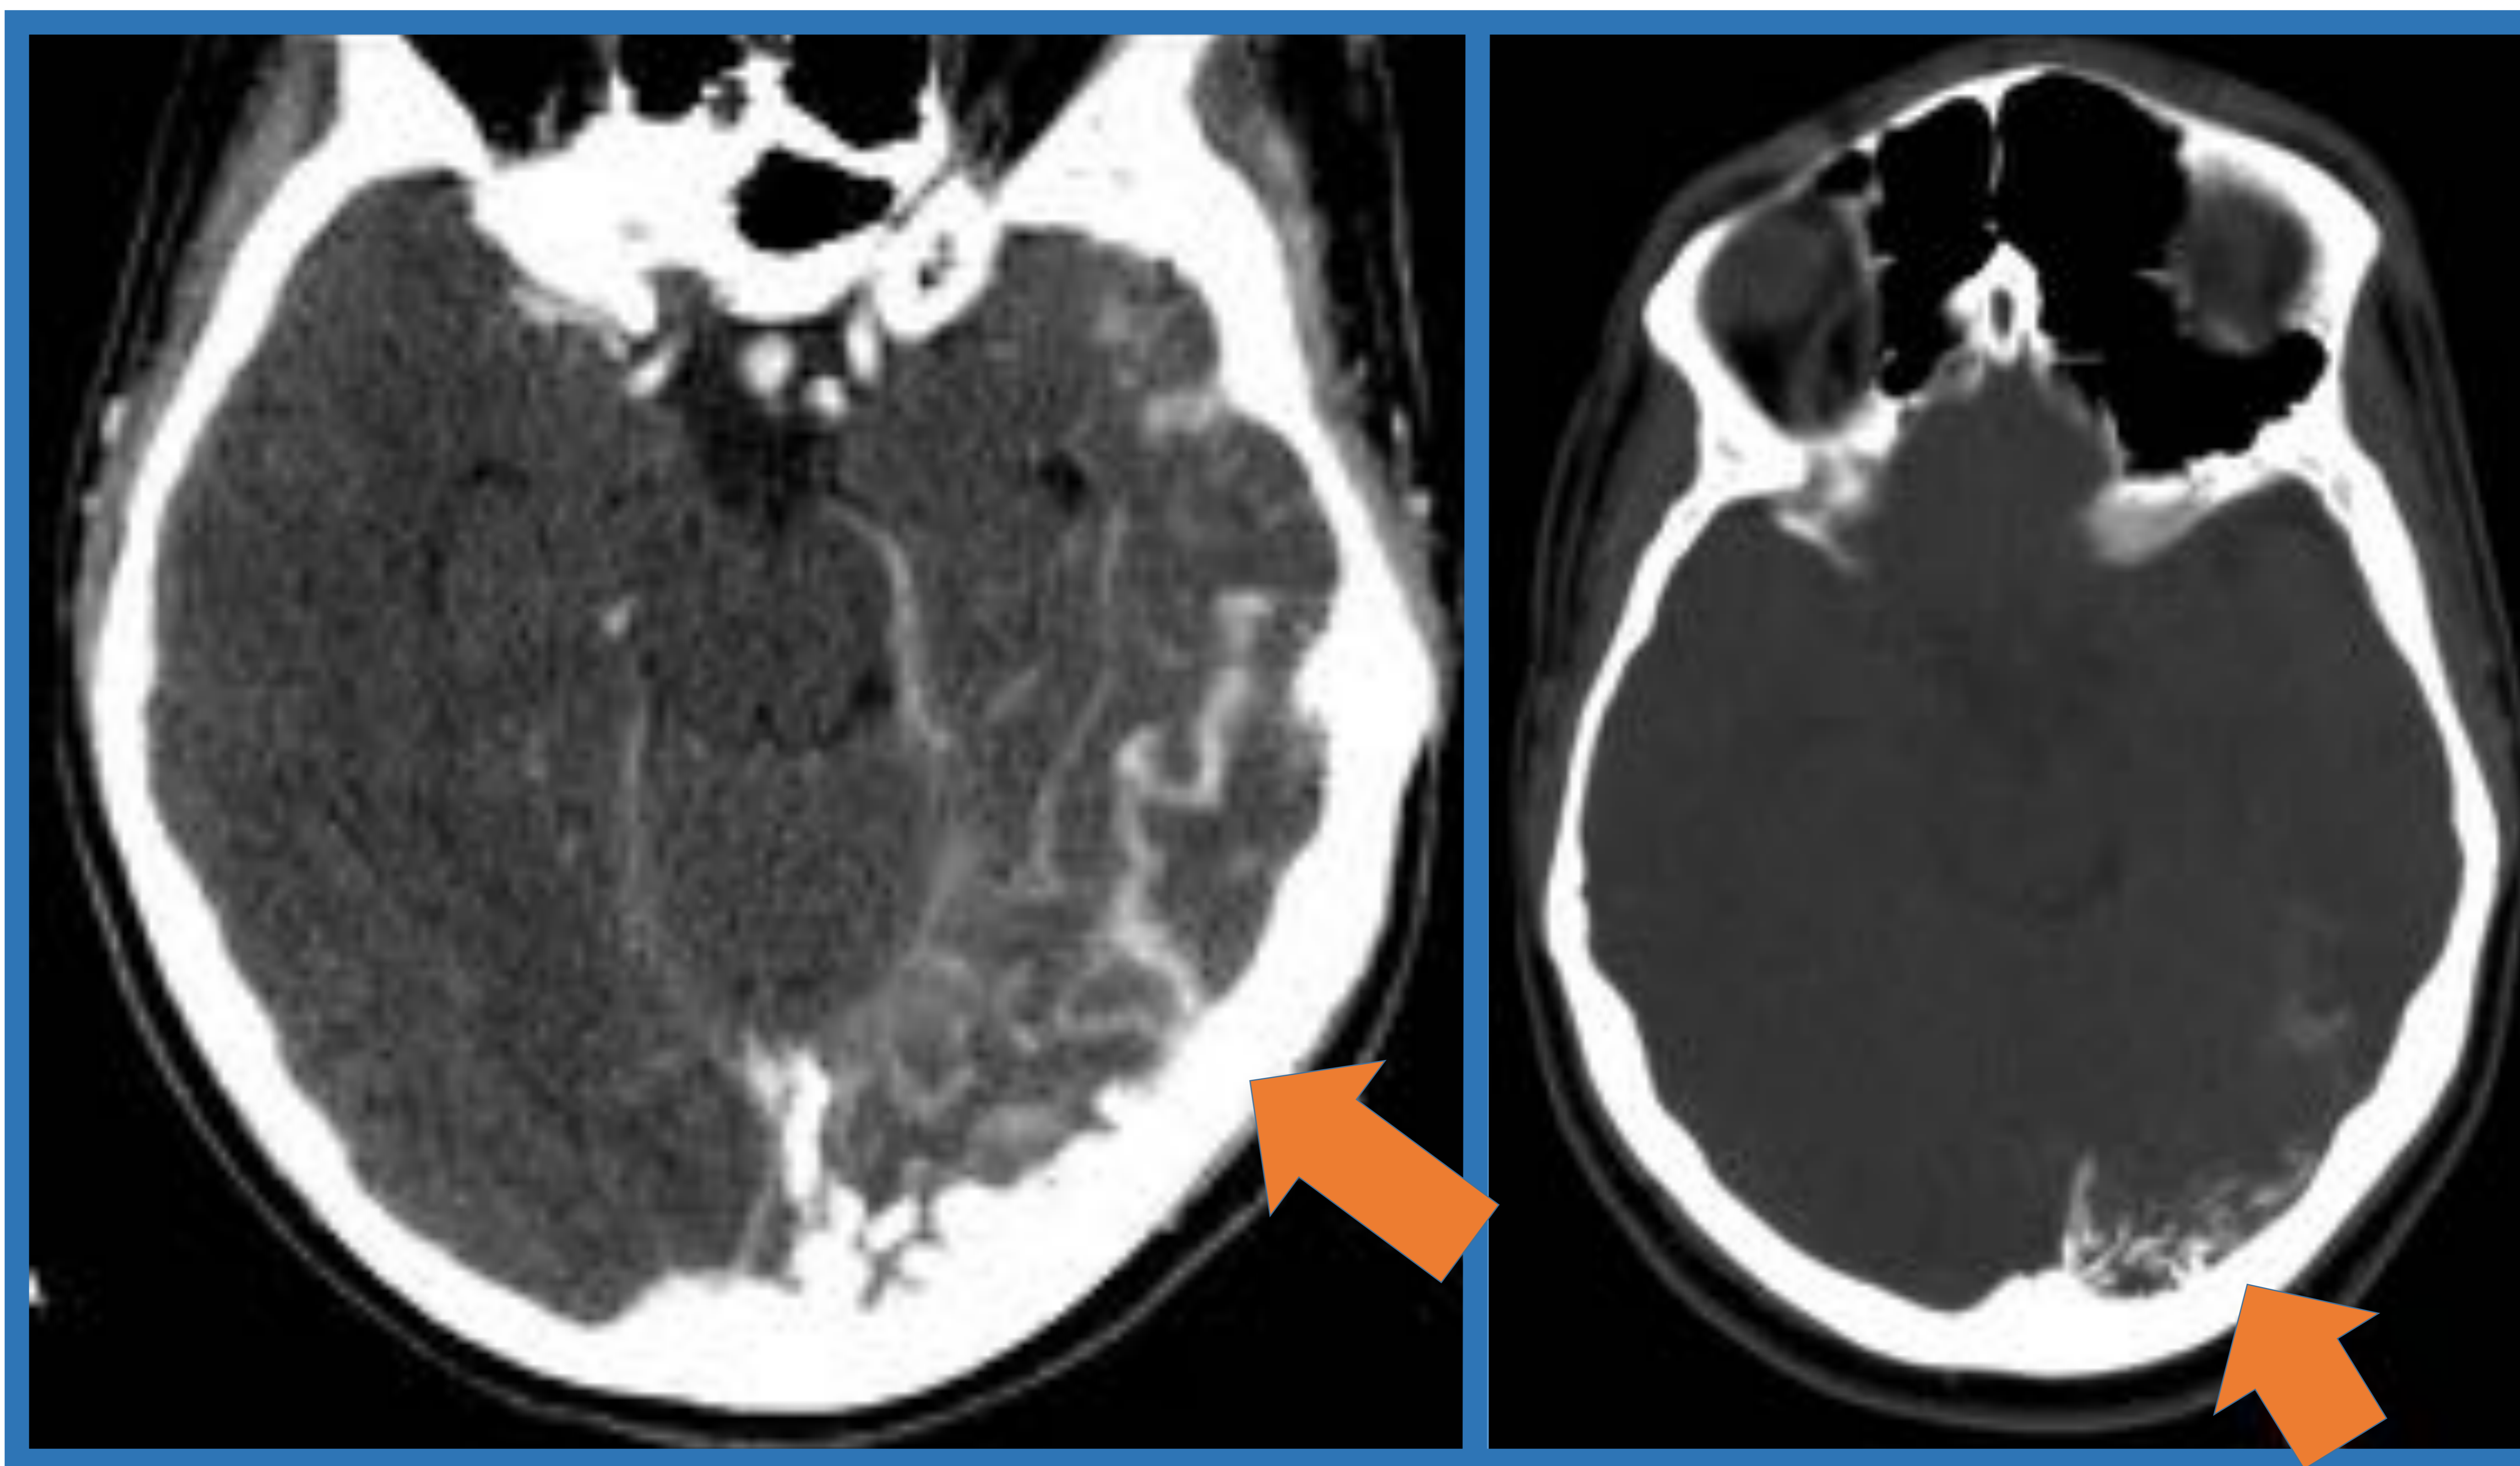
Correlación del realce leptomeníngeo y las calcificaciones corticales unilaterales del caso anterior en TC de cráneo en plano axial.
